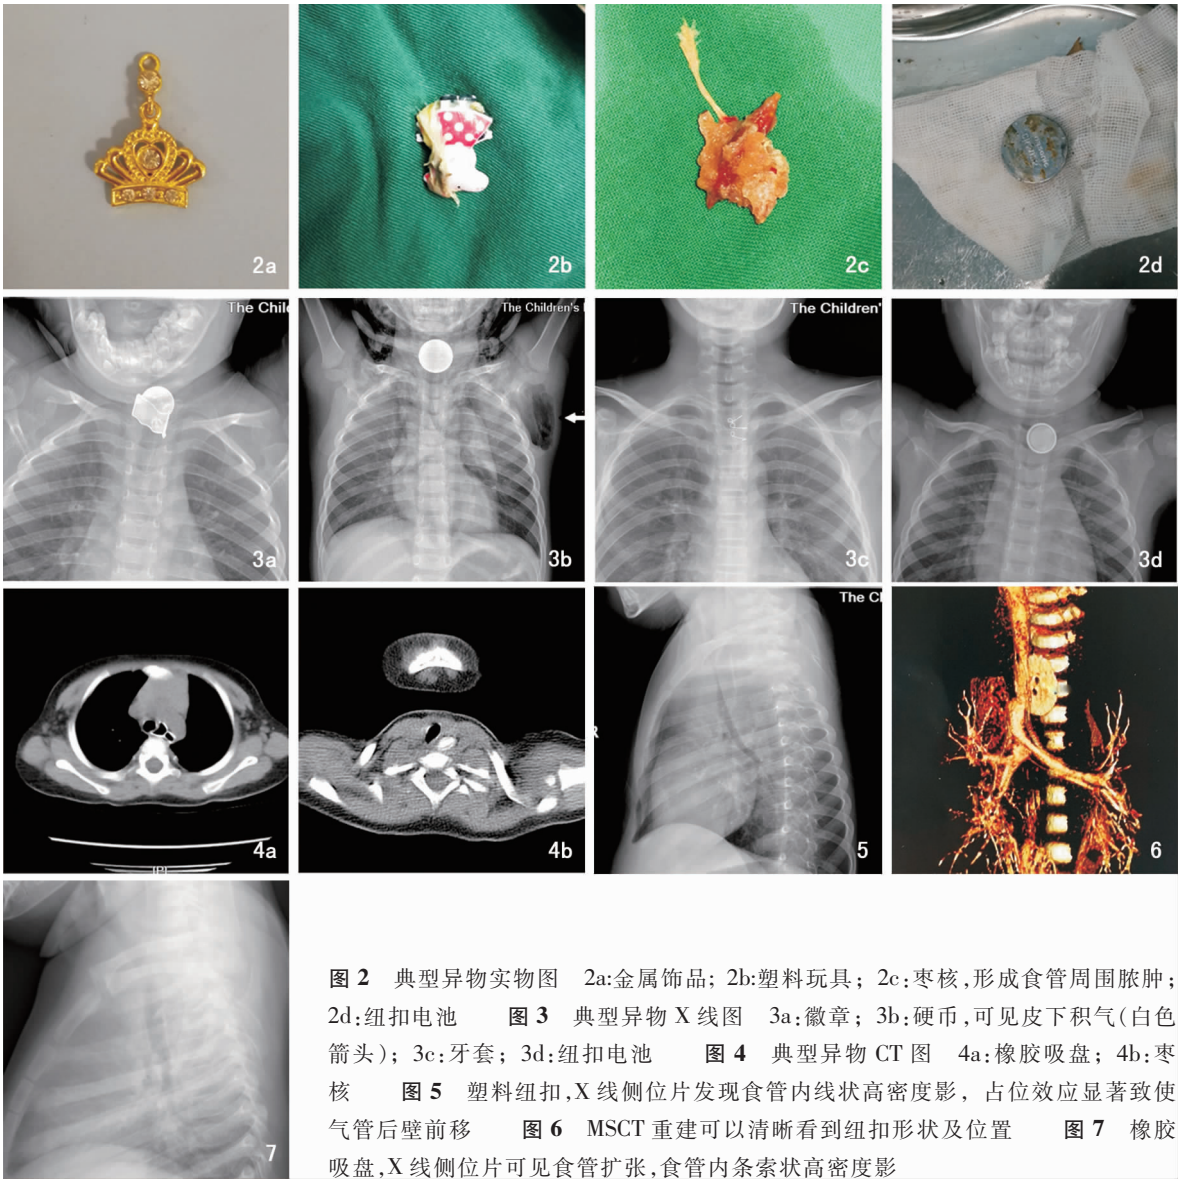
典型异物实物图 2a:金属饰品; 2b:塑料玩具; 2c:枣核,形成食管周围脓肿; 2d:纽扣电池 图 3 典型异物 X 线图 3a:徽章; 3b:硬币,可见皮下积气(白色箭头); 3c:牙套; 3d:纽扣电池 图 4 典型异物 CT 图 4a:橡胶吸盘; 4b:枣核 图 5 塑料纽扣,X 线侧位片发现食管内线状高密度影, 占位效应显著致使气管后壁前移 图 6 MSCT 重建可以清晰看到纽扣形状及位置 图 7 橡胶吸盘,X 线侧位片可见食管扩张,食管内条索状高密度影
